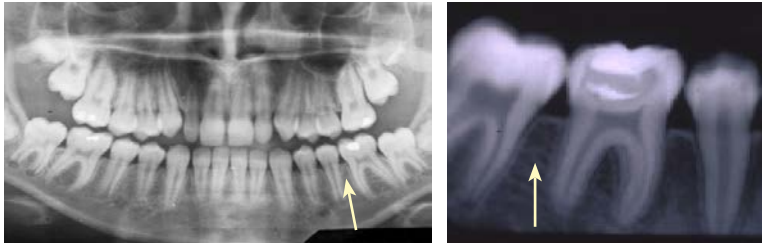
Целостность кортикальной замыкающей пластинки межзубных перегородок — рентгенологический симптом здорового пародонта
